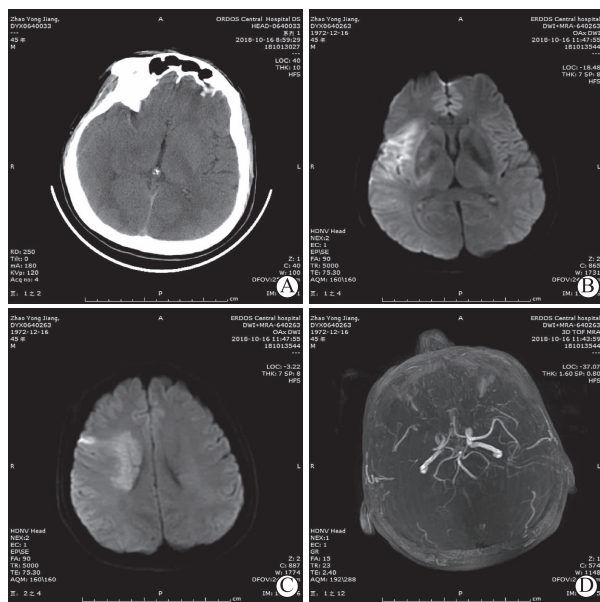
患者术前头颅影像学检查 A 为头颅 CT 未见出血及早期大面积脑梗死的表现,可见右侧大脑中动脉高密度征;B-C 为头颅 DWI 示右侧额颞叶、岛叶及内囊上肢梗死;D 为右侧大脑中动脉未见明显显示,提示闭塞
